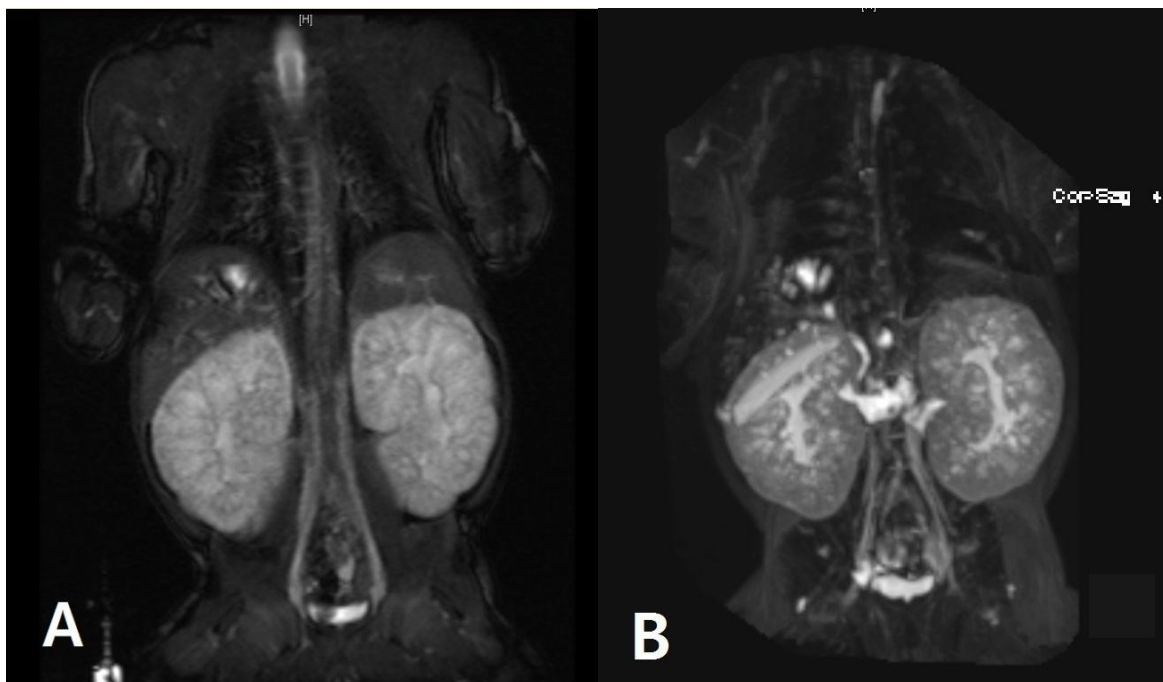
(A, B) MRI shows mild dilatation of calyceopelvis and dilatation of intrahepatic bile ducts.
